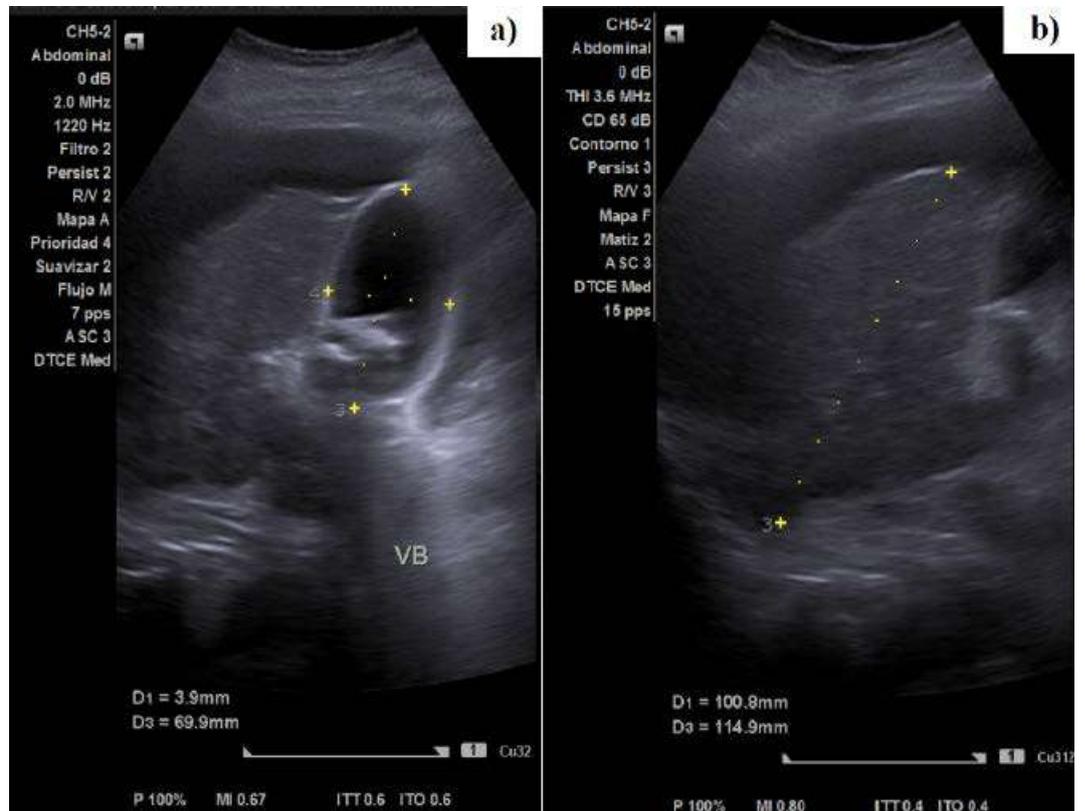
Ultrasonografía abdominal donde se observa en A) vesícula biliar con dos cálculos móviles y sombra acústica posterior; y en B) hepatopatía crónica con ecotextura gruesa, redistribución del volumen hepático y presencia de ascitis, indicativa de hipertensión portal.
